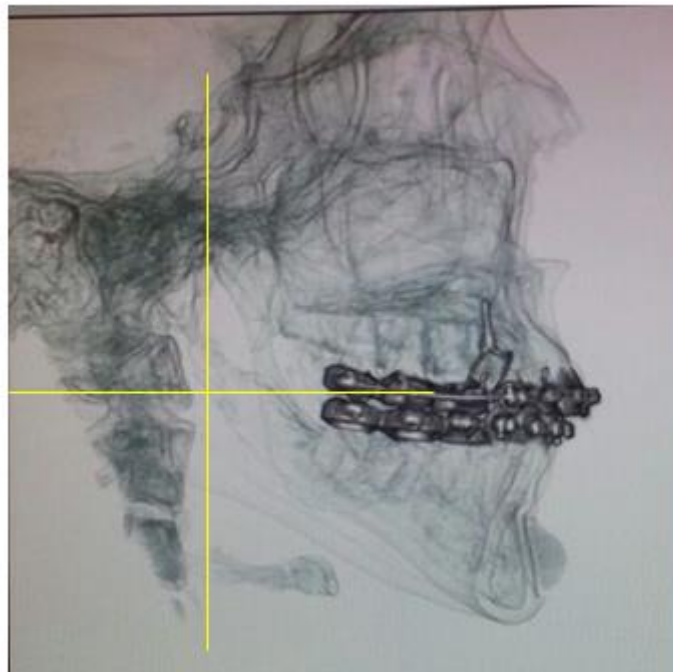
Tomografía lateral.
